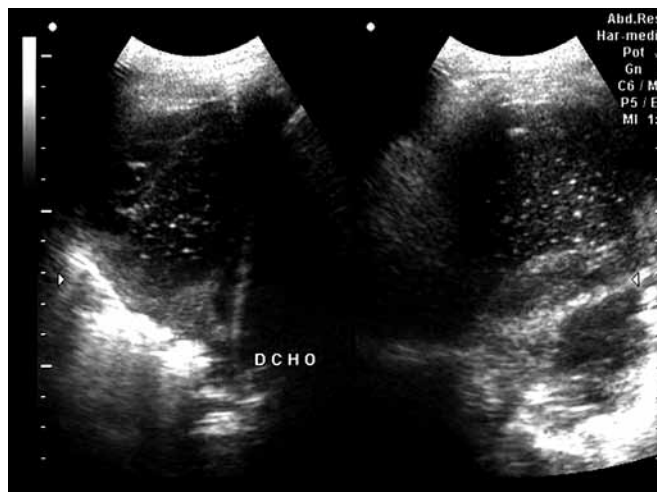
Ultrasonido pleural donde se aprecia líquido con ecos en su interior y tabiques.
